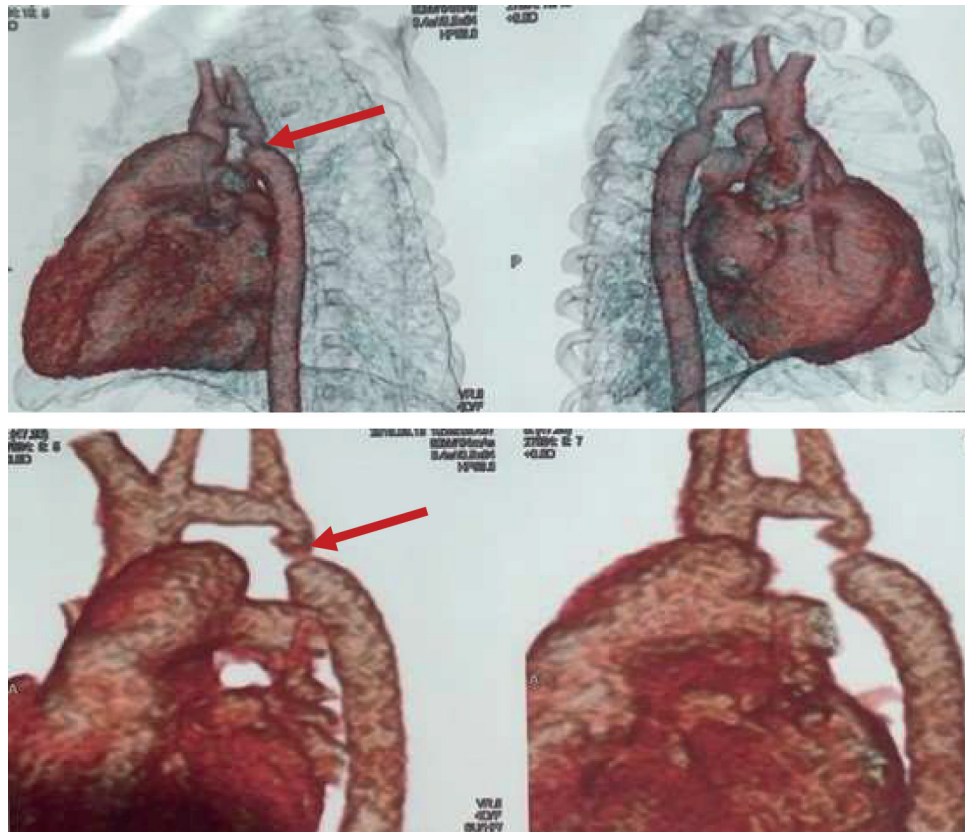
Новонароджений Ч., 3-я доба життя. КТ-картина коарктації аорти. Стрілка – місце коарктації аорти
